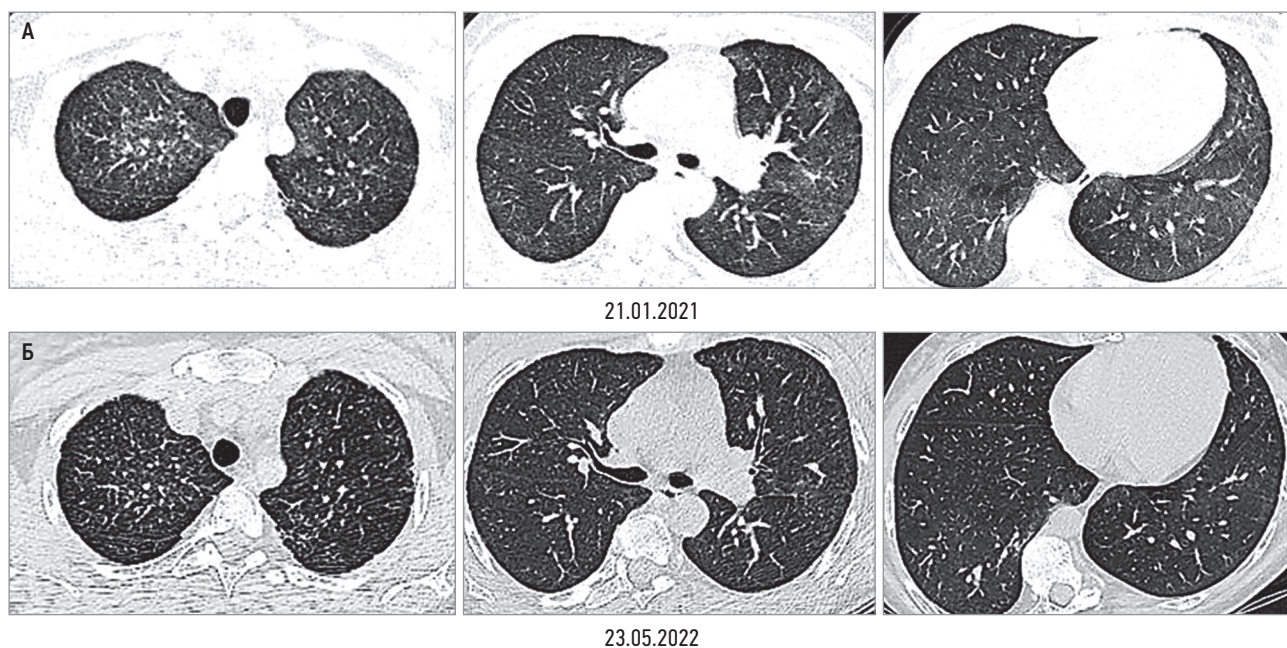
Динамика вейпинг-индуцированного экзогенного токсического альвеолита на фоне терапии глюкокортикостероидами: А – диффузное тотальное уплотнение интерстиция по типу «матового стекла» с фокусами бронхопневмонической инфильтрации; Б – частичные положительные изменения, мелкие очаги на фоне сетчатой деформации легочного рисунка, участки «матового стекла» в верхних отделах легких. Компьютерная томография
